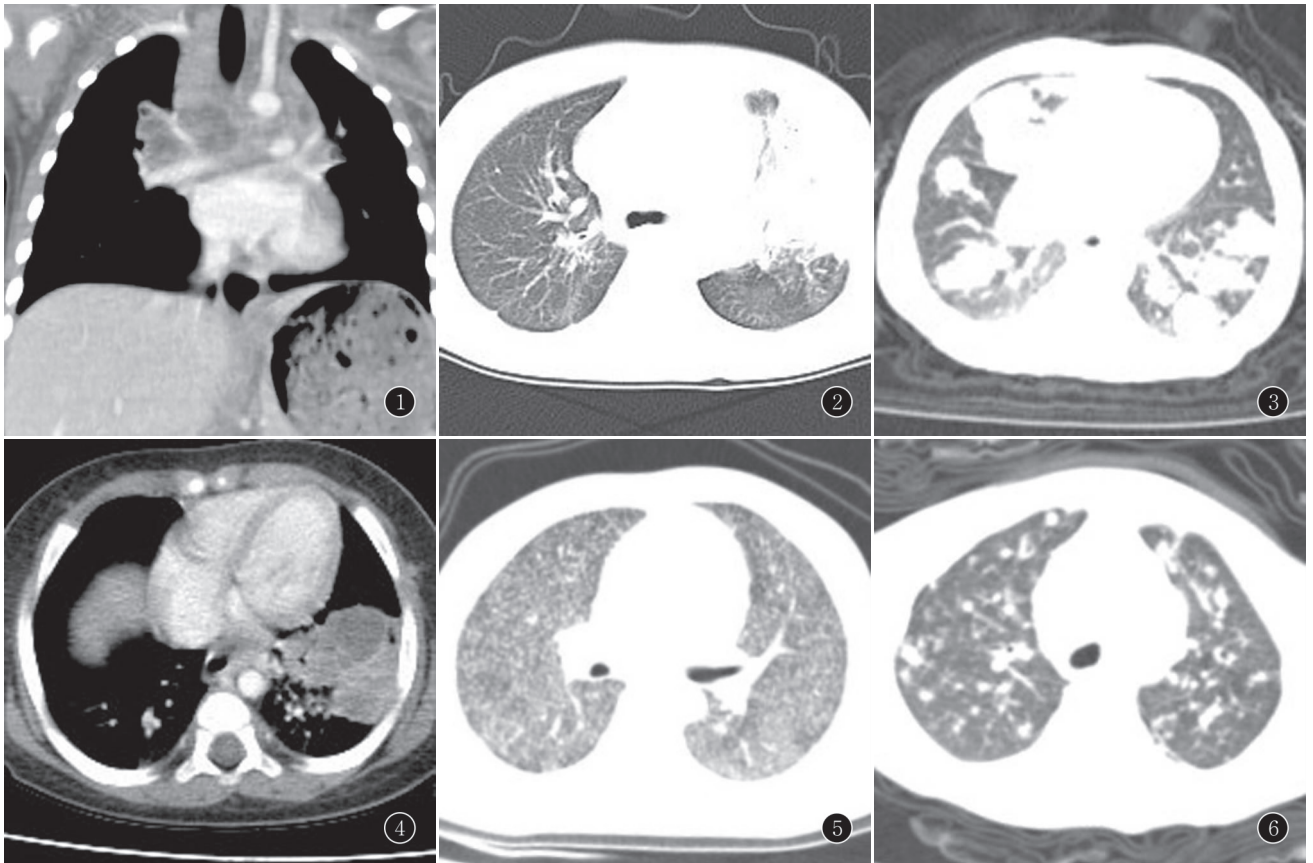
女, 12 月, 肺结核并纵隔淋巴结结核。CT 增强纵隔窗示 7、10R、10L 组淋巴结肿大, 中央低密度干酪样坏死, 边缘轻度强化
